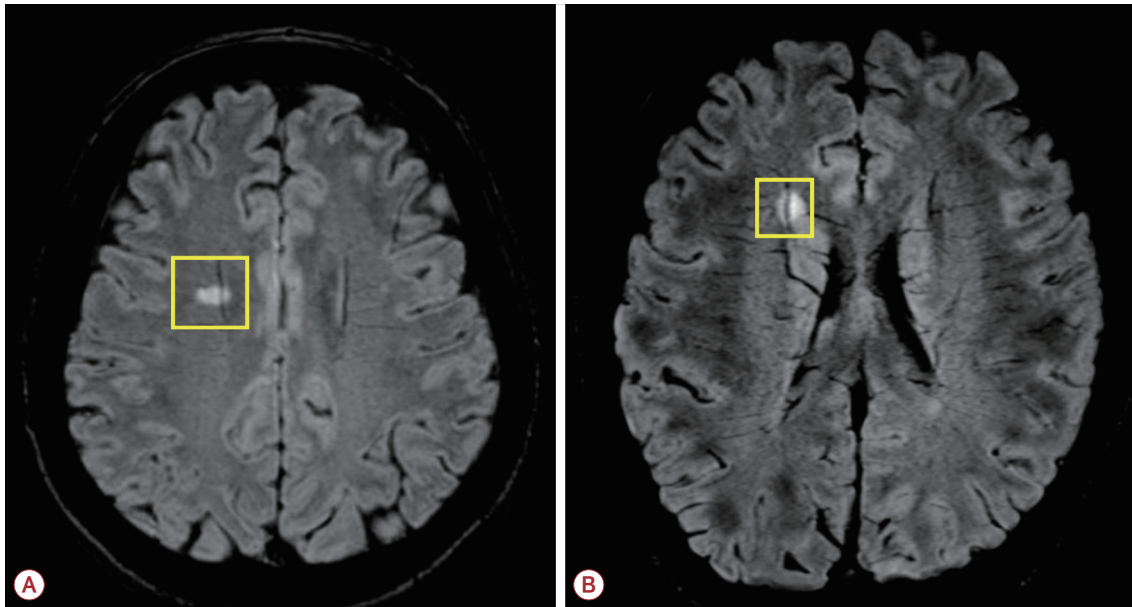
Examples of central vein sign. T2-hyperintense signal and a thin, linear-shaped paramagnetic signal that runs centrally through the corresponding T2 lesion (yellow boxes) in combined image with FLAIR and susceptibility-weighted imaging techniques. FLAIR; fluid attenuated inversion recovery.
